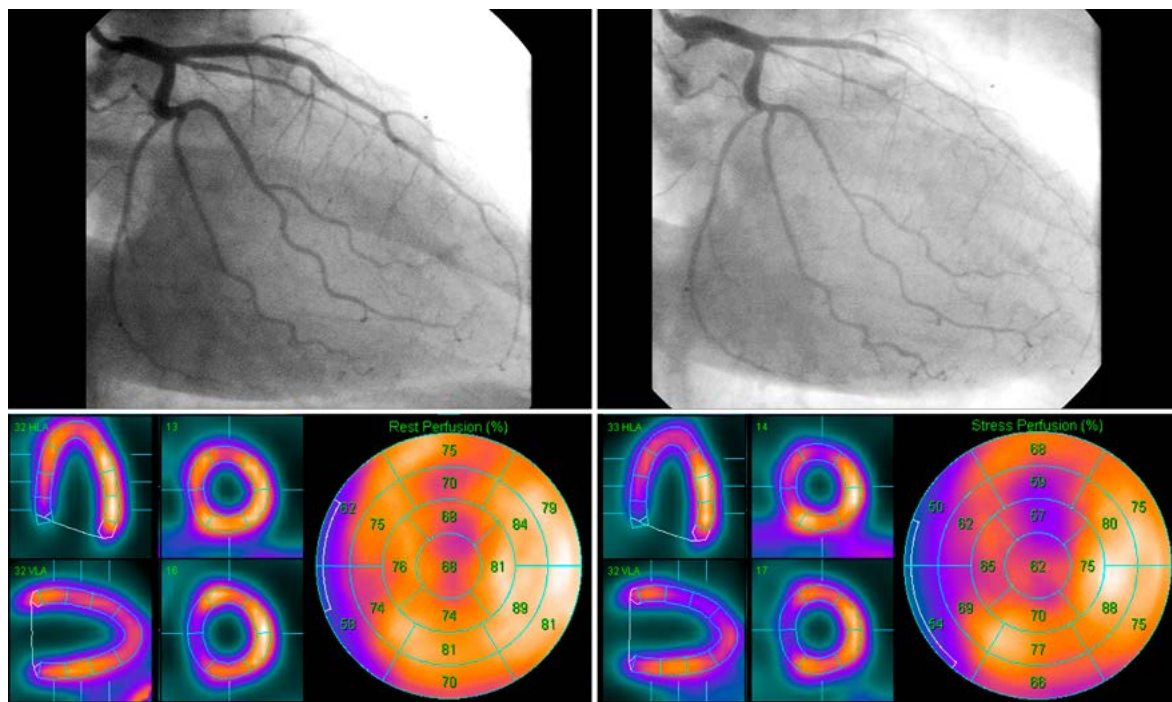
Провокационный тест с ацетилхолином у пациентки 36 лет с предполагаемой вазоспастической стенокардией. Интракоронарное введение ацетилхолина в ПНА вызывает ее спазм и возникновение переходящих дефектов перфузии преимущественно передней локализации по данным перфузионной ОЭКТ миокарда .
